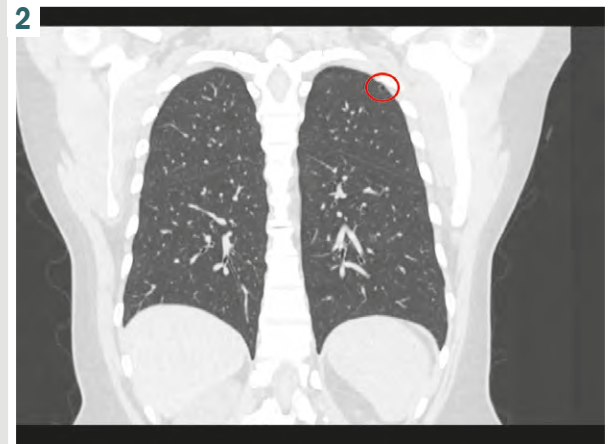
Кіста лівої легені у хворої С. віком 38 років – за результатами КТ.
